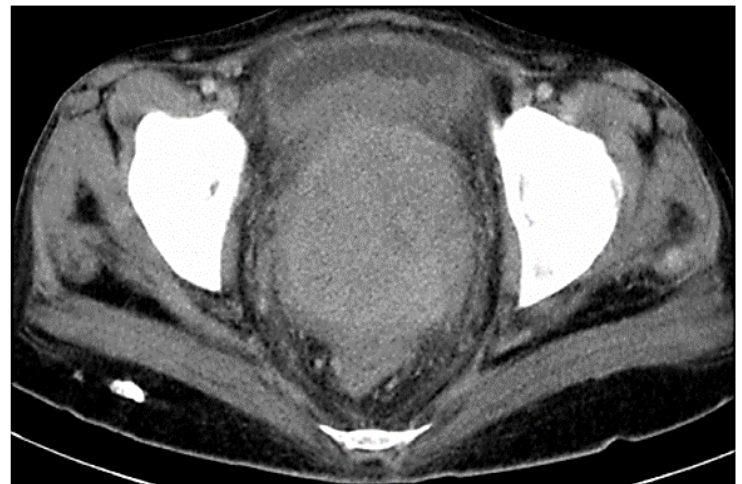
Coupe axiale TDM du pelvis chez la femme. Tumeur du col de l'utérus avec extension à la paroi postérieure de la vessie.
